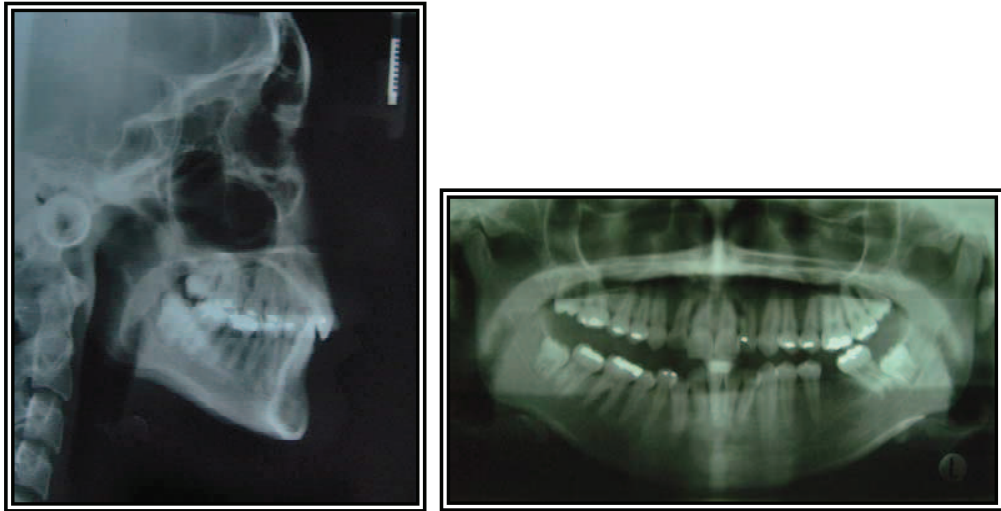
Radiografías cefalométrica y panorámica iniciales.
